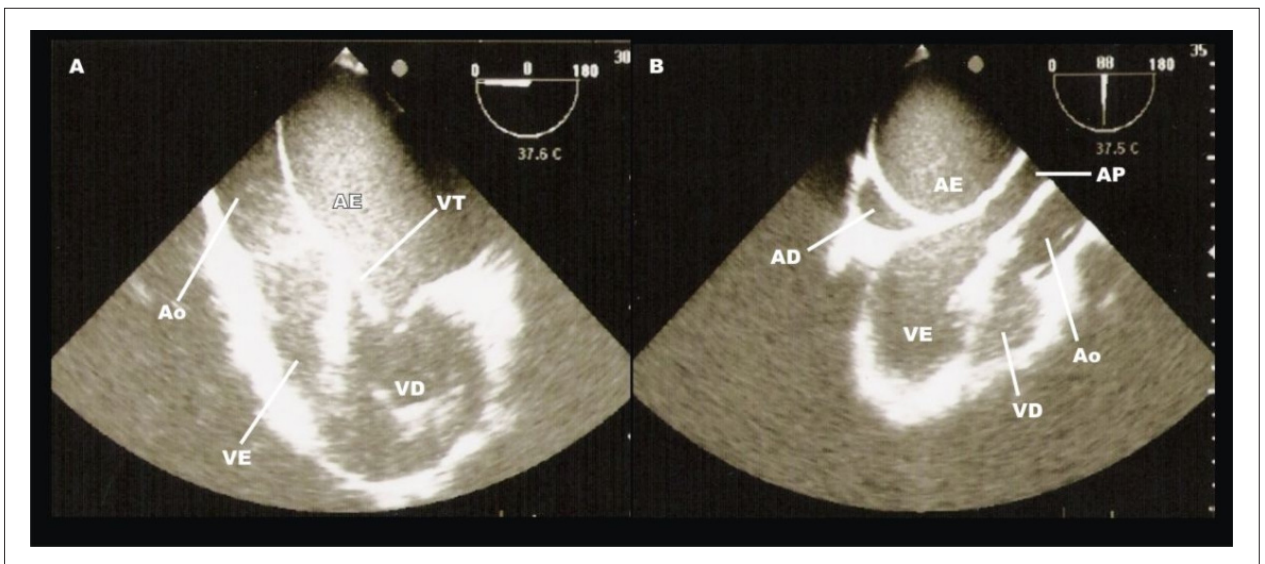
Ecocardiograma perioperatório da paciente; Em A, inversão ventricular e valva tricúspide mais próxima do ápice cardíaco; Em B, anatomia do coração e das grandes artérias da paciente, em outra incidência e com mais detalhes; AE - átrio esquerdo; AD - átrio direito; VE - ventrículo esquerdo; VD - ventrículo direito; Ao - aorta; VT - valva tricúspide; AP - artéria pulmonar.
